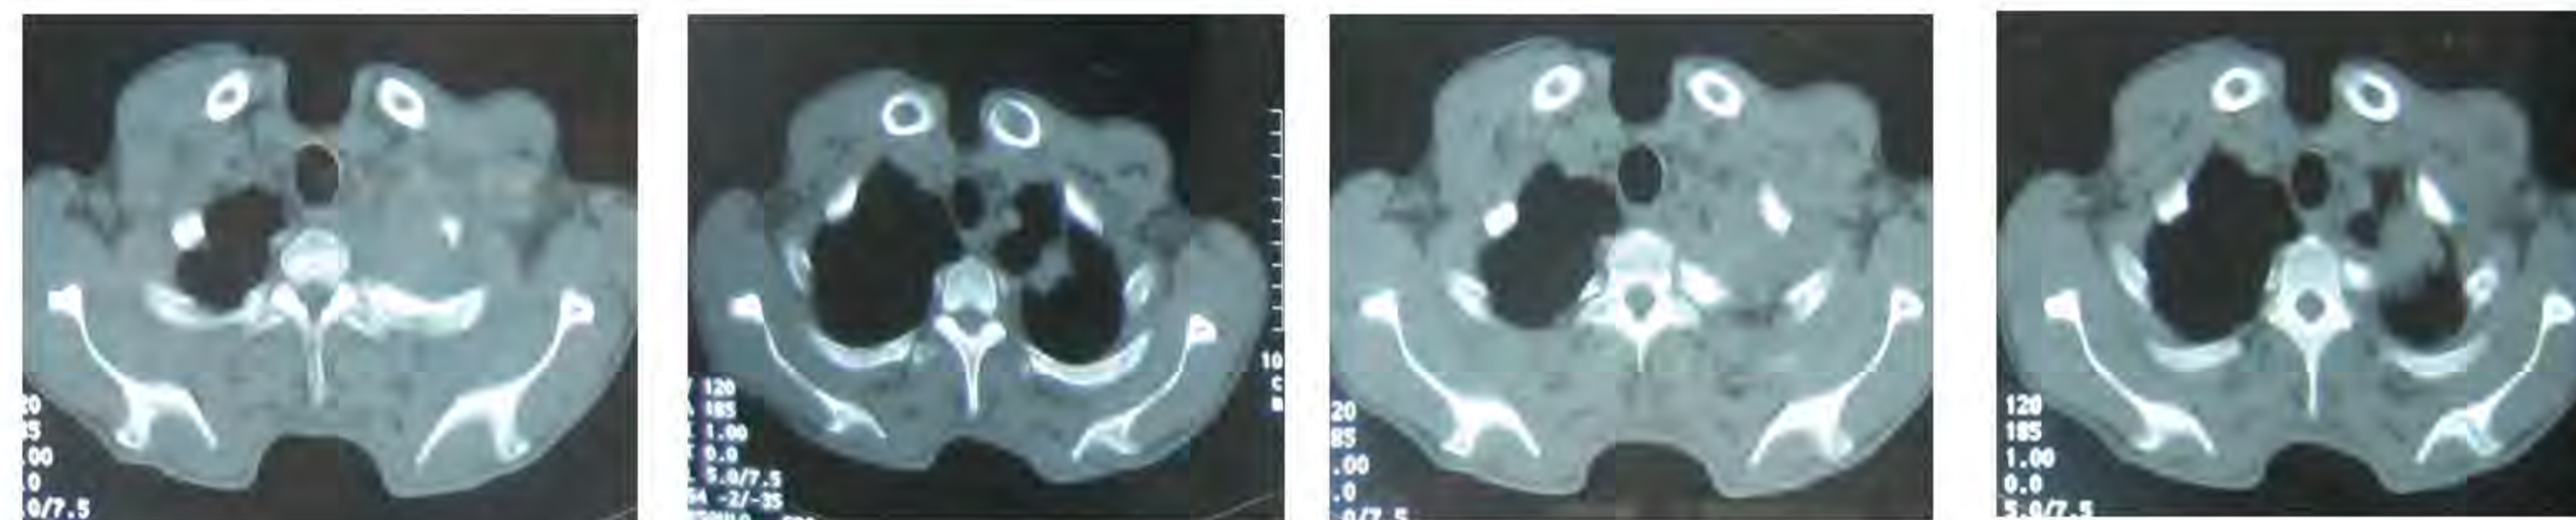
TDM thoracique (Coupes axiales) :Tumeur de l'apex pulmonaire gauche.
